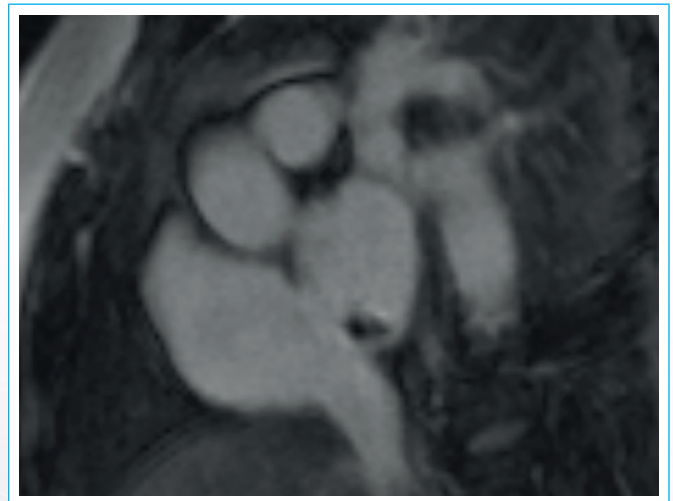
Cardio RM, Proyección sagital oblicua. Secuencia de realce tardío donde presenta una zona pequeña de realce periférico.
